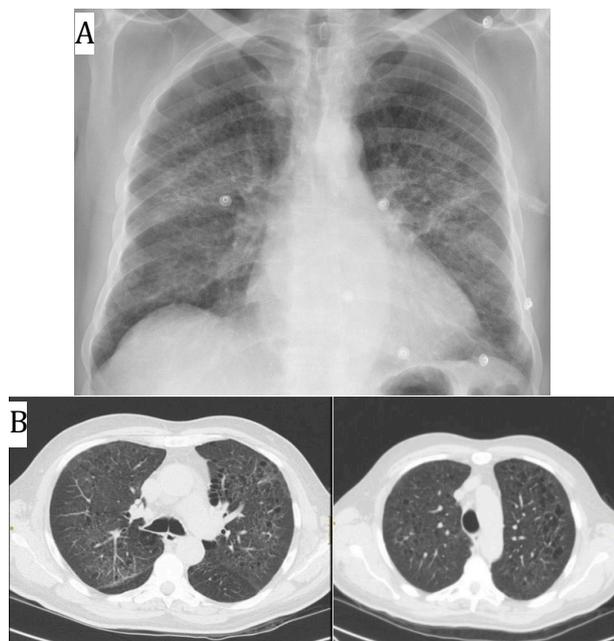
A. Radiografía de tórax (proyección PA): infiltrado intersticial bilateral objetivado como primera exploración en urgencias. B. TC torácico: áreas parcheadas en vidrio deslustrado bilaterales con afectación de todos los lóbulos, más acusado en el segmento posterior del LSD; patrón destructivo de apariencia quística y con confluencia parcial así como discretos signos de enfisema paraseptal (*blebs*) y centroacinar
